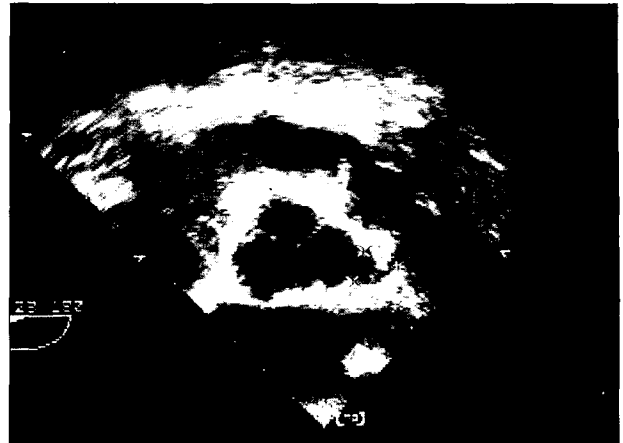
Intraoperative transesophageal echocardiogram demonstrating wide patent left main coronary artery after angioplasty procedure.
